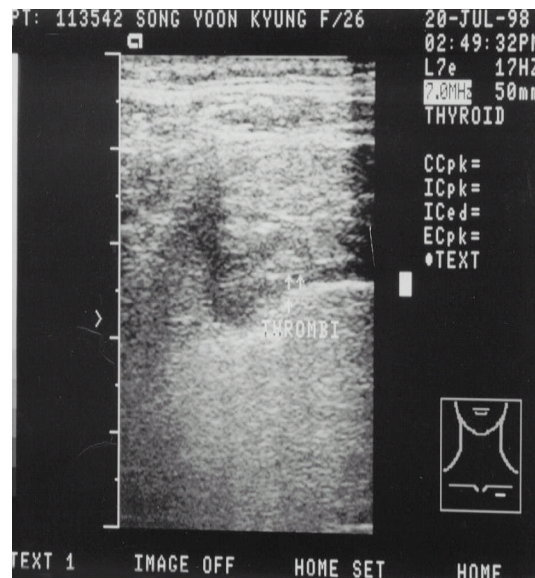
Percutaneous Doppler sonography shows partial intraluminal echogenicity in the walls of both proximal subclavian veins.
